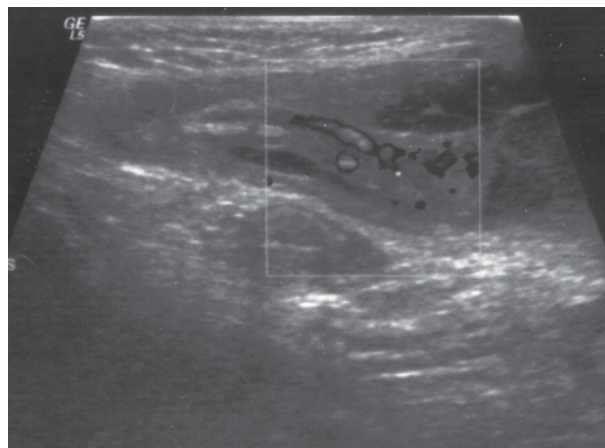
Eco Doppler (vista longitudinal): Estructura tubular de 0,5 cm de diámetro con hiperflujo vascular en interior de escroto derecho, que termina en fondo de saco y por el otro extremo se continúa hacia el canal inguinal.
